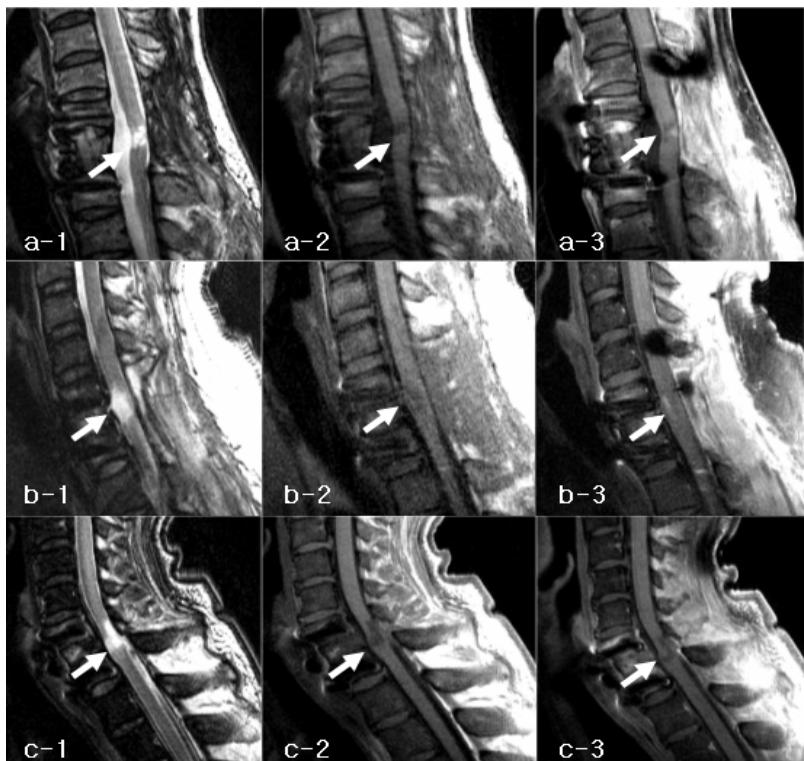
Follow-up MRI findings of the patients treated with autologous bone marrow cell transplantation(a, b) and GM-CSF(c). (a-1) Sagittal T₁W MRI, (a-2) corresponding postcontrast image and (a-3)sagittal T₂W MRI images at 5 months postoperatively in case 1, showing a small patch enhancement in the bone marrow cell transplantation area. (b-1) Sagittal T₁W MRI, (b-2) corresponding postcontrast image and (b-3) sagittal T₂W MRI images at 4 months postoperatively in case 2, showing a small linear enhancement in the bone marrow cell transplantation area. (c-1) Sagittal T₁W MRI, (c-2) corresponding postcontrast image and (c-3) sagittal T₂W MRI images in case 3(GM-CSF treatment only), showing a small non-enhanced well defined cyst in the cord, which is associated with a slight cord expansion and adjacent myelomalacia.
